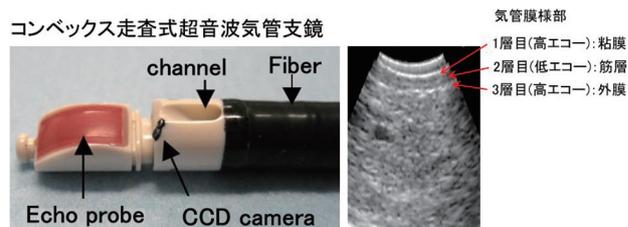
超音波気管支鏡の外観と超音波像 (正常気管膜様部)
